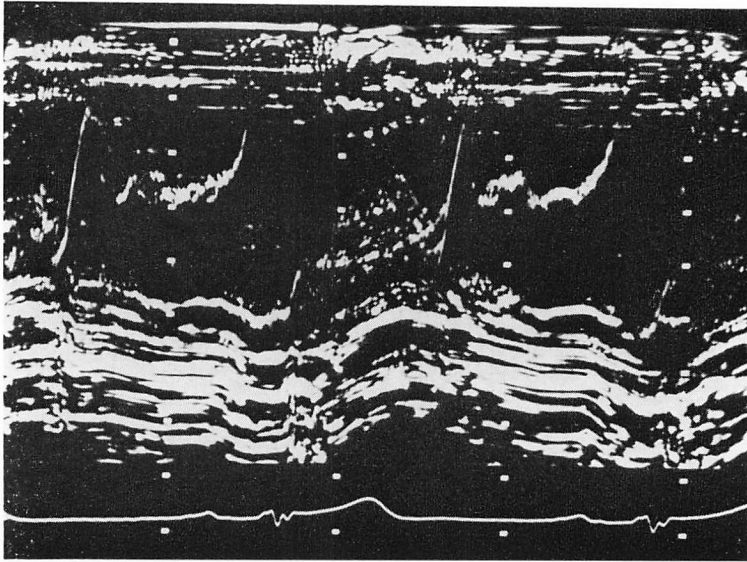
M-mode echocardiogram showing pan-systolic bowing of the tricuspid valve in Case 1.
